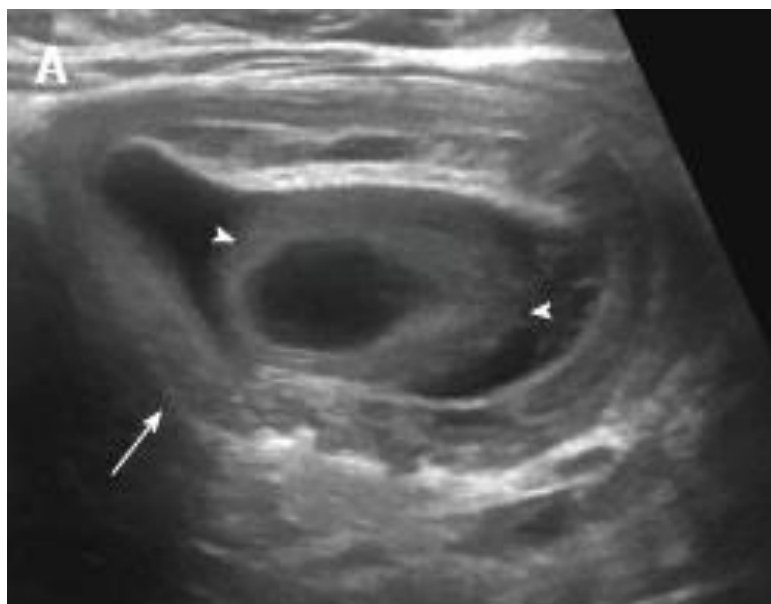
А: Подвздошно-ободочная инвагинация. Шестимесячный ребенок с непроходимостью тонкой кишки и инвагинацией (стрелка), выявленной на УЗИ с отведением (наконечники стрелок)
